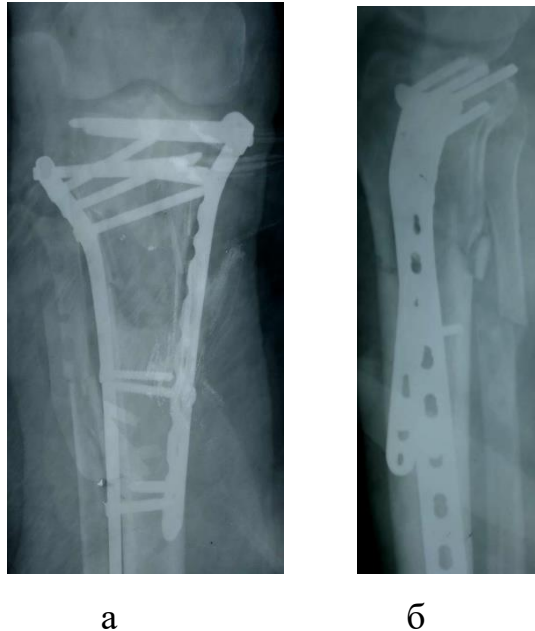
Рентгенограма лівої гомілки хворого Г. після виконання остеосинтезу пряма (а) та бокова (б) проекції.
